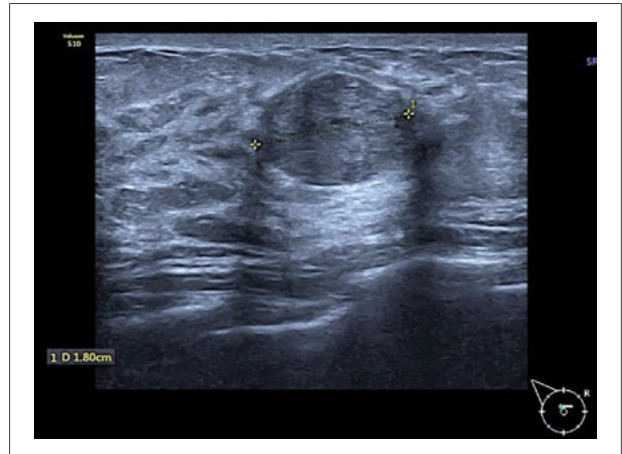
Imagen ecografía de fibroadenoma.
